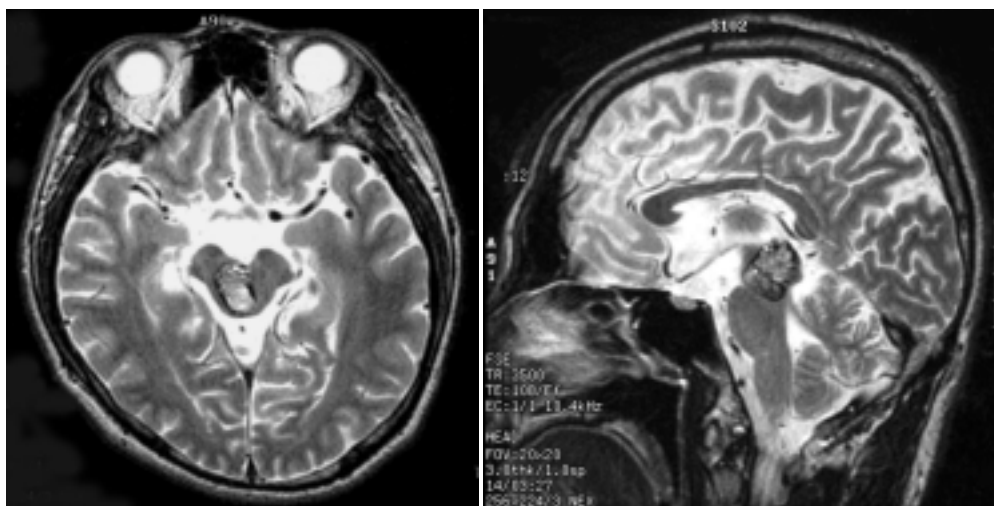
Axial (*left*) and sagittal view (*right*) of T2 weighted MRI demonstrated intrinsic midbrain cavernous malformation.
